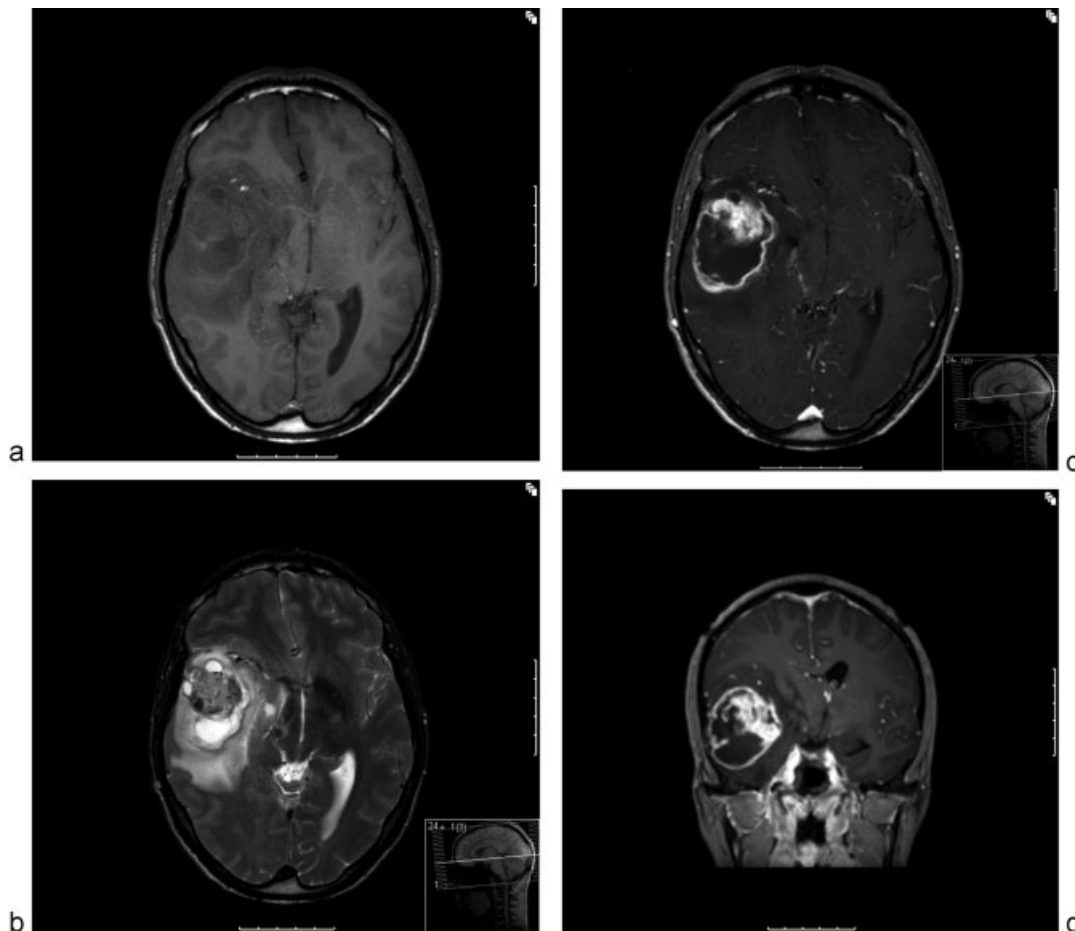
RM pré-operatória revelando lesão temporal direita, hipointensa em T1 (a), com sinal heterogêneo em T2 (b), captação heterogênea de contraste e área cística/necrótica (c,d), com efeito de massa sobre as estruturas da linha média.
